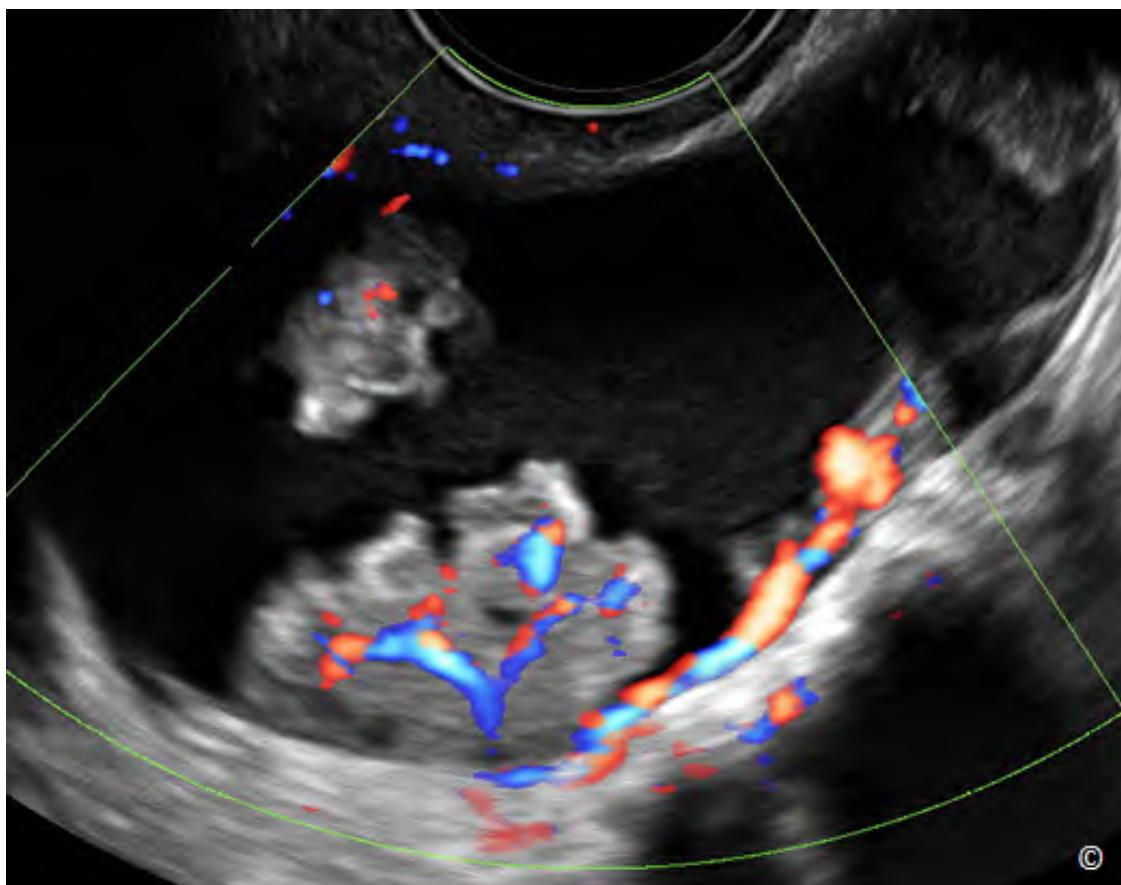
Siêu âm ngã âm đạo u tuyến bọc dịch nhầy giáp biên ác có tăng sinh mạch máu. Hiện diện nhiều vách dày với tăng sinh mạch máu trên Doppler màu
